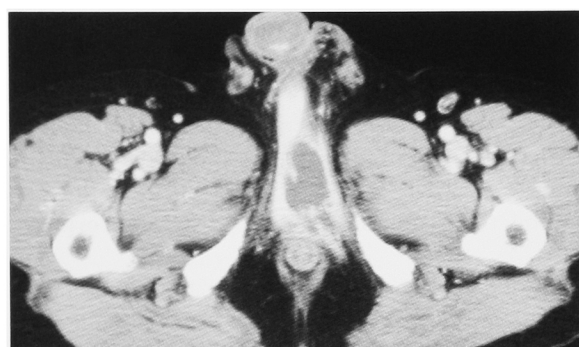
CT revealed ring enhanced low density area in corpus cavernosum.
